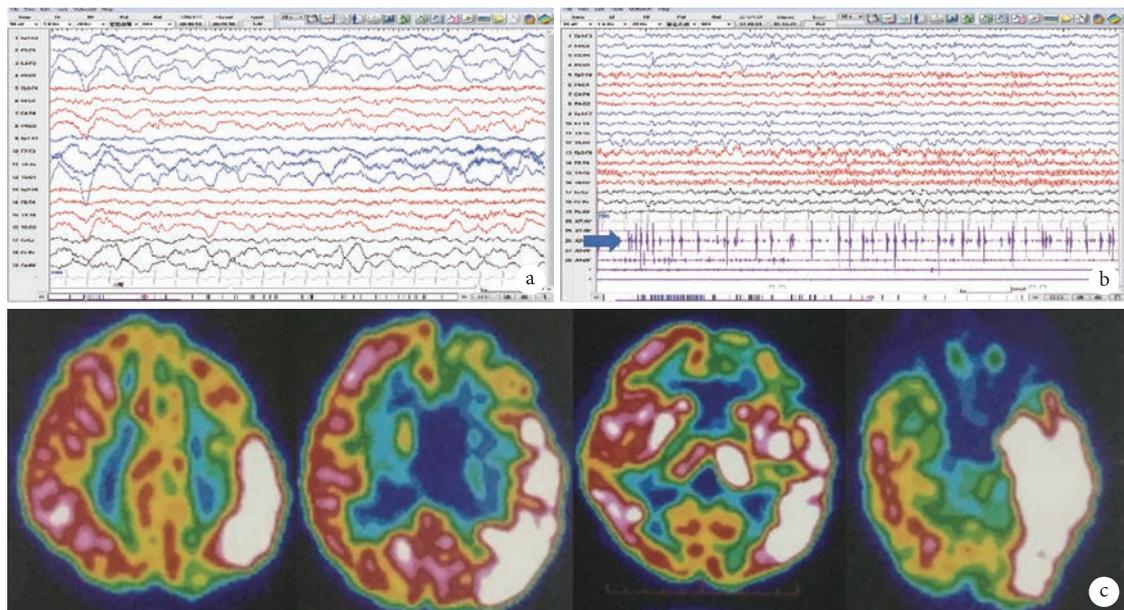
1例2岁6月龄女性患儿 (左侧半球受累) 的脑电图及PET-CT表现
